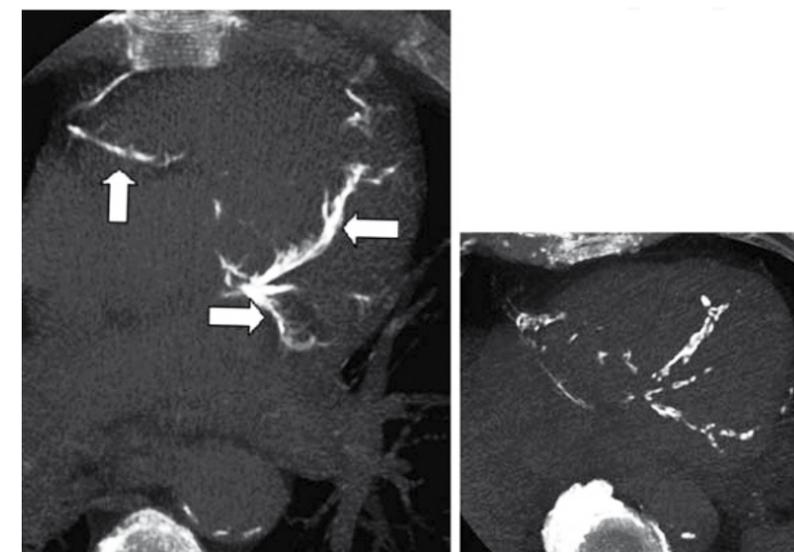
Observe o alto nível de calcificação das artérias dessa mesma paciente (escore de cálcio 2.417) no CT. Este achado indica aterosclerose coronariana avançada, que necessita de prevenção secundária agressiva, apesar de a paciente ainda não apresentar áreas isquêmicas importantes do miocárdio⁶.
